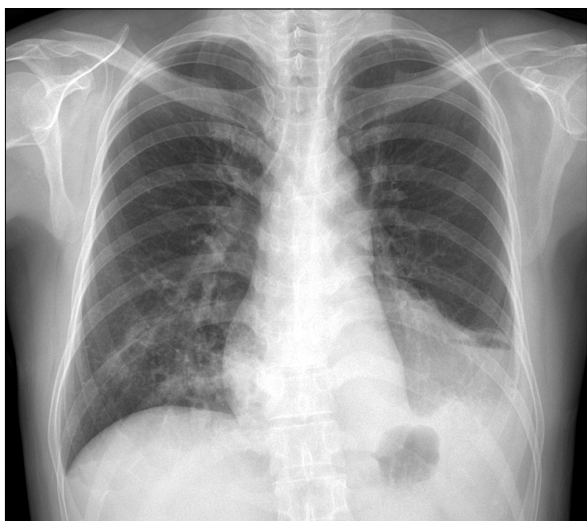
The initial chest x-ray showed cystic cavitory lesion at both lower lung field and air-fluid level with extensive consolidation in left lung base.
